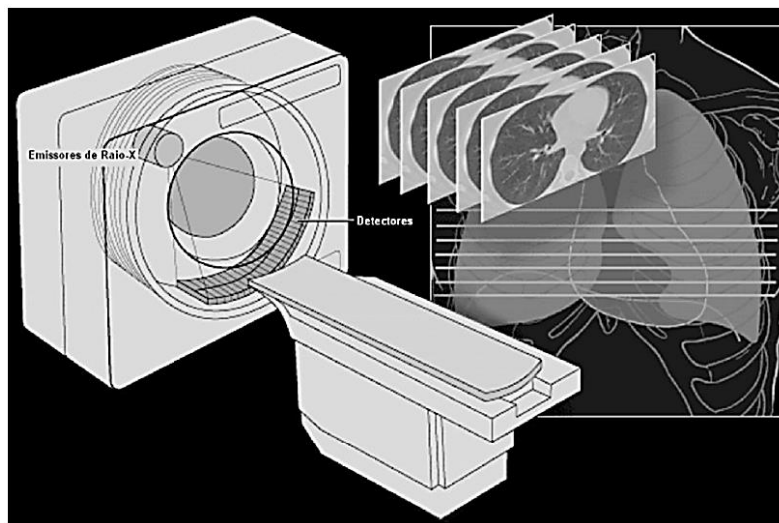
Tomografia computadorizada. Durante uma sessão de tomografia computadorizada, um fino Raio X gira em torno de uma área do corpo gerando uma imagem tridimensional das estruturas internas. Fonte: (Daros, 2006)
